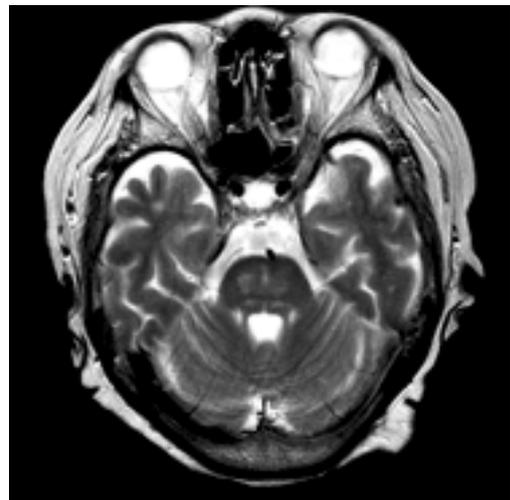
osmotic myelinolysisのMRI (T2WI)
